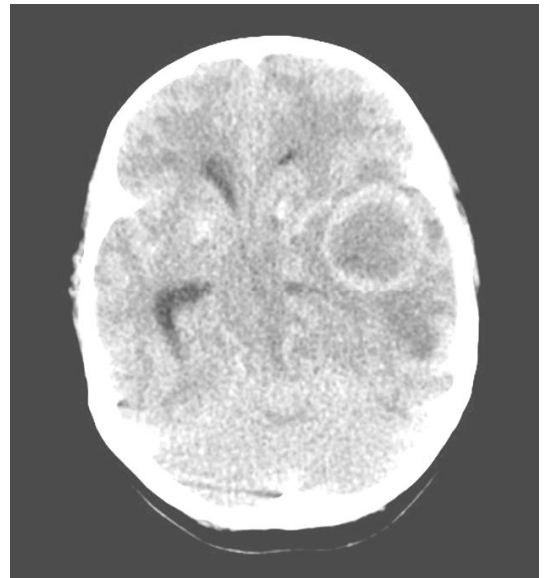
Computerized tomography of brain showed a 3.5×3.8×4.6 cm sized abscess in left temporal lobe with cerebral edema.
